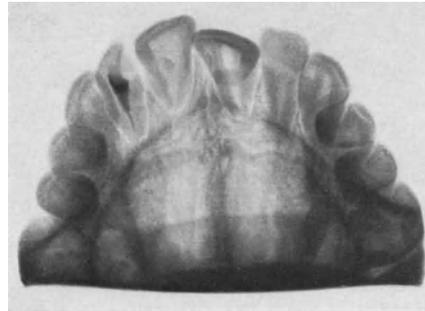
(gehört zu Abb. 97—100). Zahnstellung vor der Behandlung im Röntgenbild, in Gaumenaufsicht.
